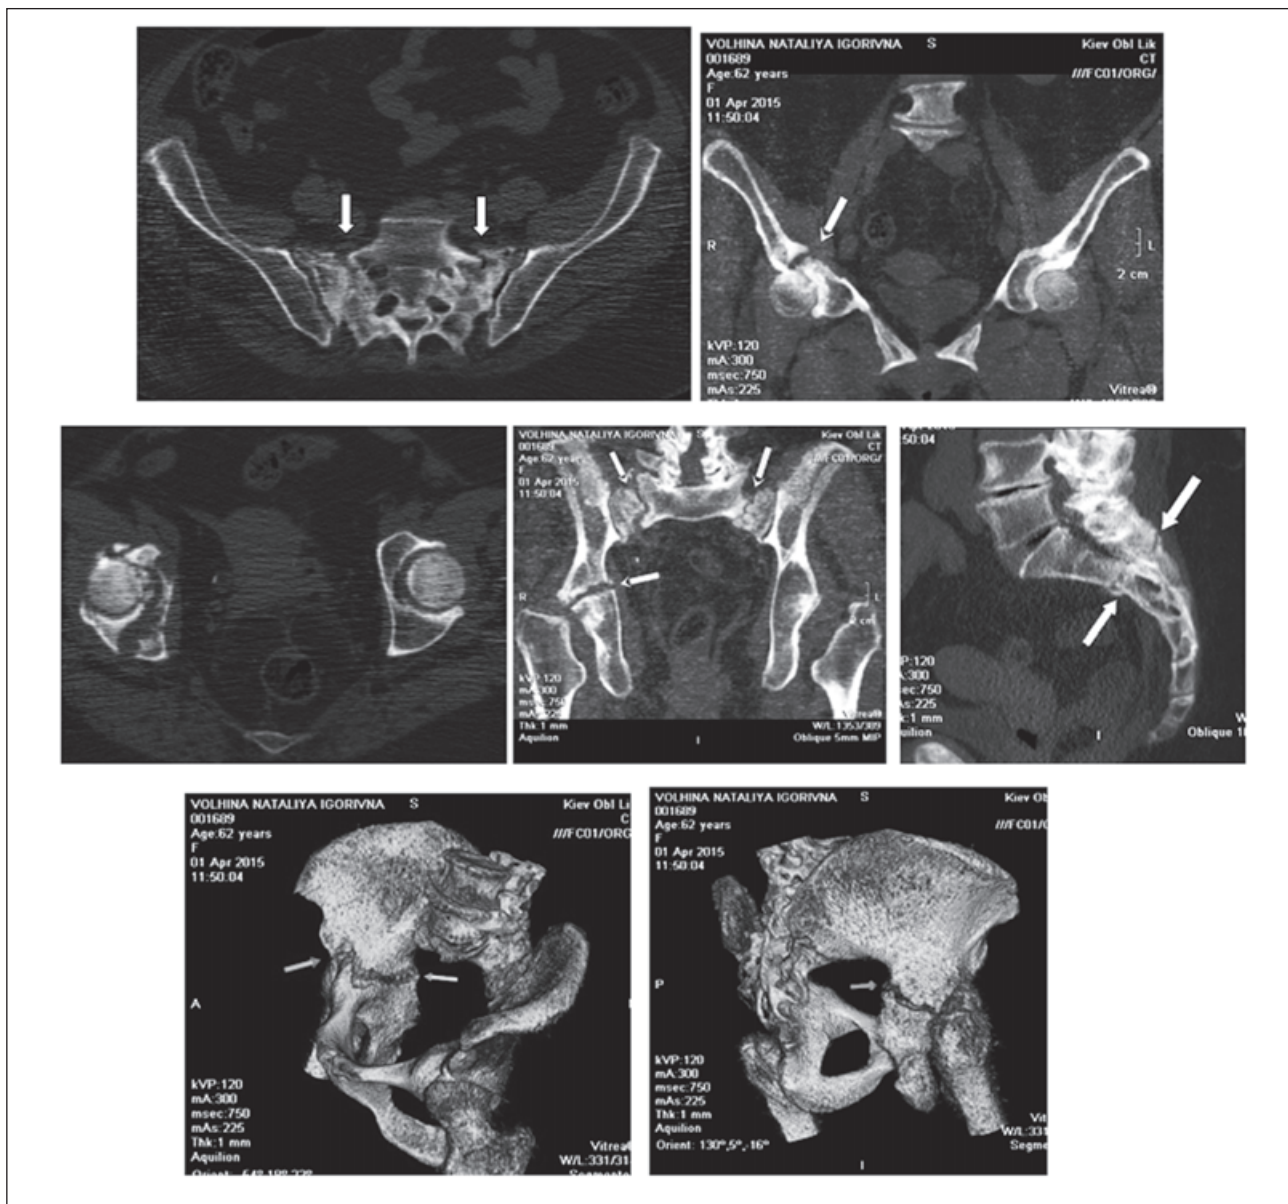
Фотоотпечатки КТ-сканов таза пацієнтки В., 62 лет: «переломы несостоятельности» правой вертлужной впадины и крестца
